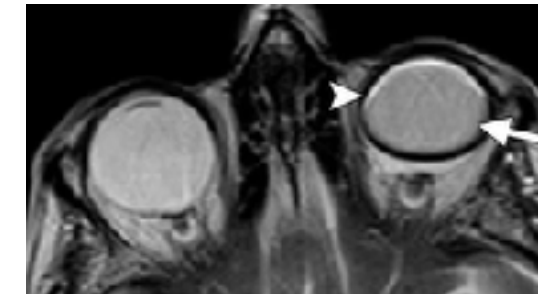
IRM, vue axiale, pondération T2. Antécédent de vitrectomie gauche avec injection d'huile de silicone. Cette huile est légèrement moins intense que le vitré du côté droit (flèche). Présence d'un artefact de déplacement chimique (ou « chemical shift ») à la jonction entre l'huile et l'eau (pointe de flèche).
